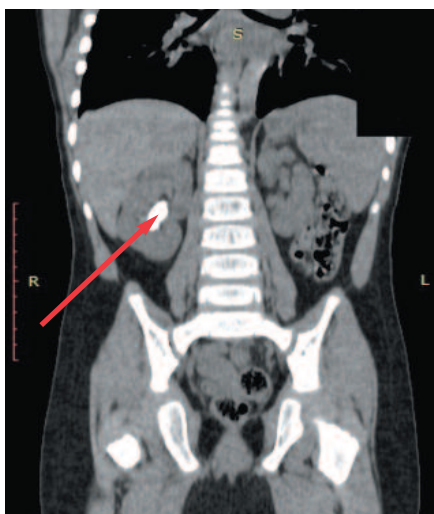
Компьютерная томография пациента Х. (стрелкой указан коралловидный камень левой почки)
